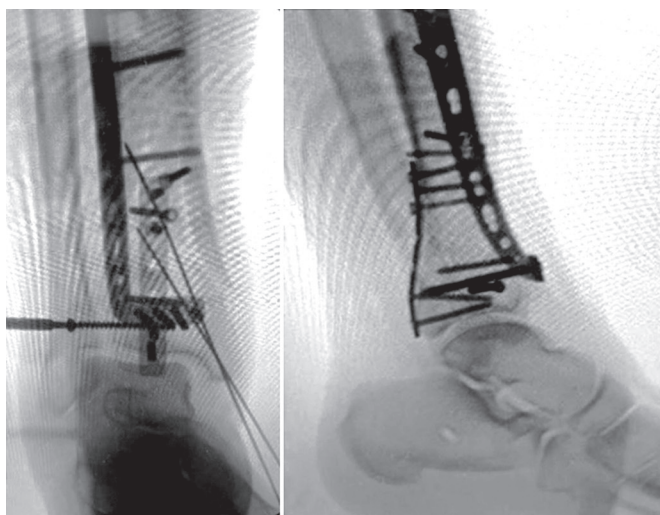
Интраоперационные рентгенограммы пациента в прямой и боковой проекциях
